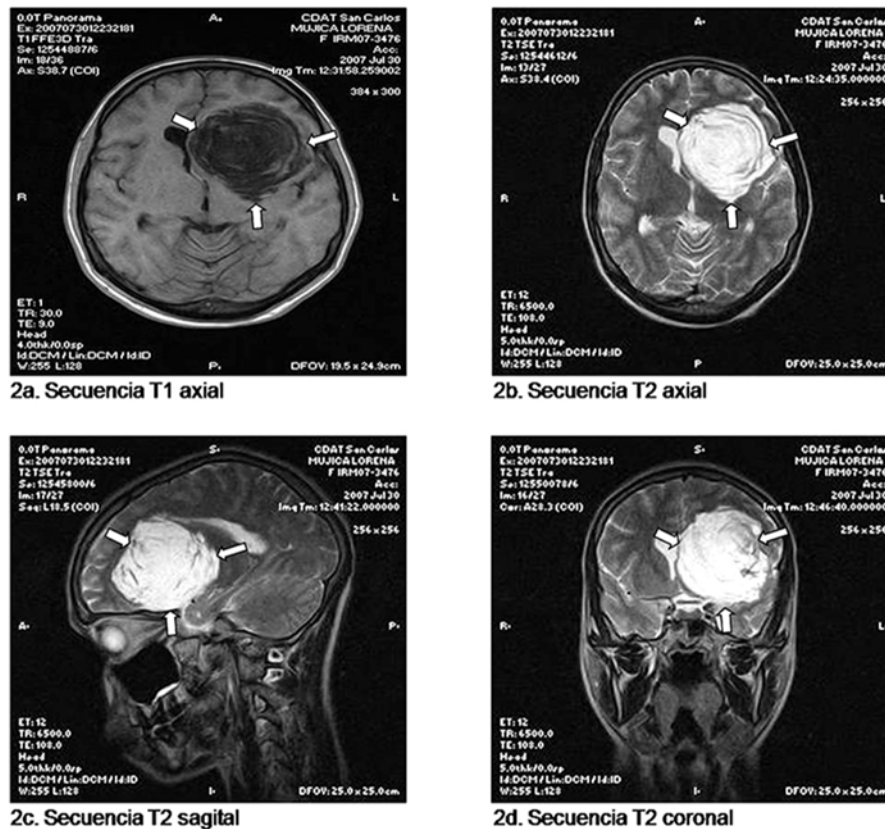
(a-d). Resonancia magnética. Se observa lesión ocupativa de espacio, de intensidad variable, principalmente hipointensa en las secuencias T1 e hiperintensa en las secuencias T2.
